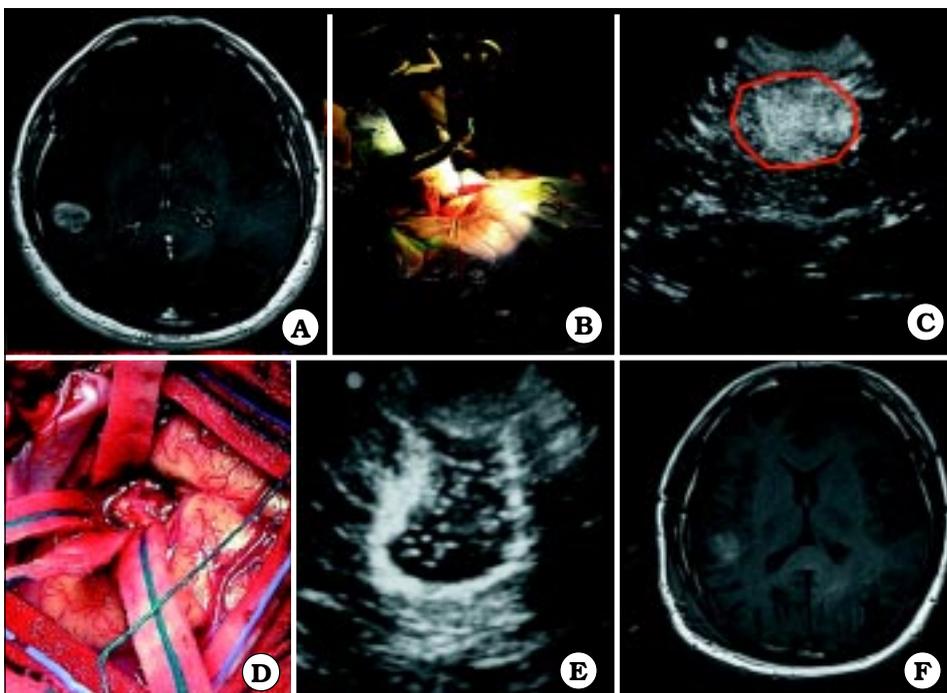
A. T1-Gad RM corte axial: lesión temporal que capta contraste. B. Confección de craneotomía y localización estereotáctica de la lesión. C. USGIOP muestra lesión (circulo rojo). D. Incisión transurcal y resección en bloque de la lesión. E. Control USGIOP que muestra resección completa de la lesión. F. IRM 48 horas postcirugía que confirma resección completa de la lesión. (Glioblastoma multiforme).
